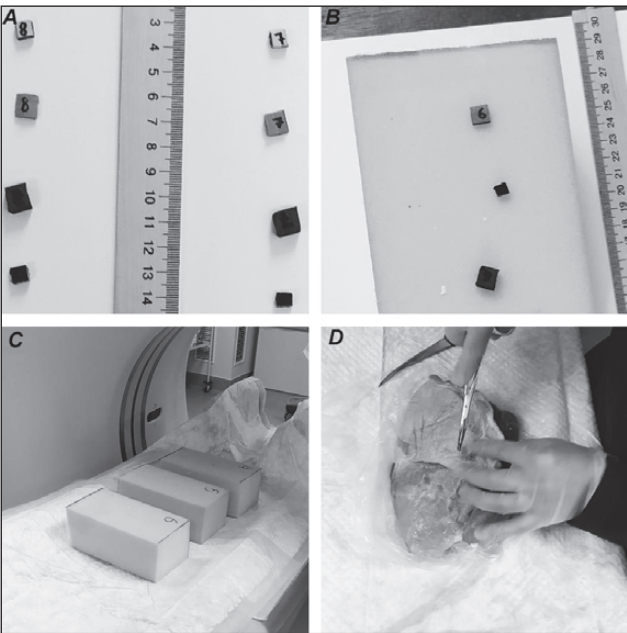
Stages of the experiment: preparation of samples, their placement in the experimental environment and the scanning process to obtain CT data
